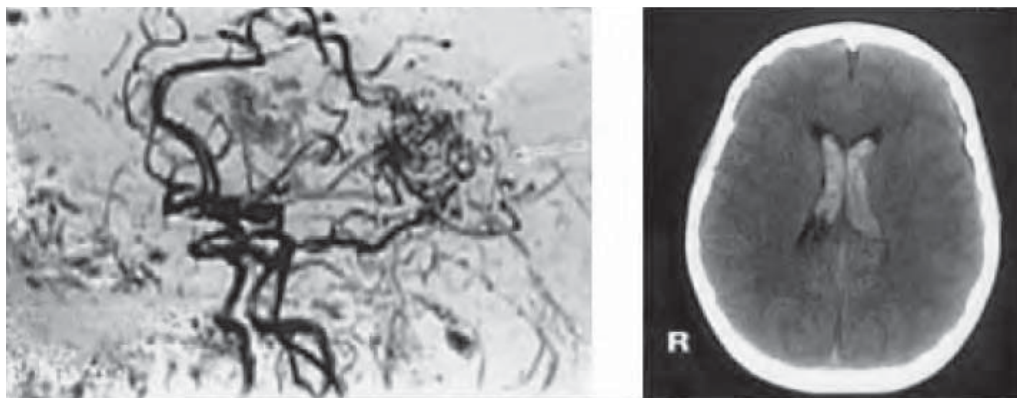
/3.- Angiografía y TAC de cráneo en paciente con hemorragia ventricular por ruptura de una malformación arteriovenosa cerebral durante el trabajo de parto.
